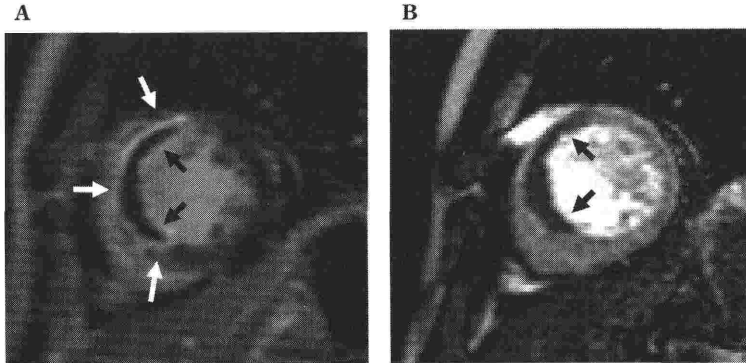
PCI 後に no reflow 現象が認められた症例の発症 6 日目の (A) 遅延造影 MRI, (B) 安静時パーフュージョン MRI
